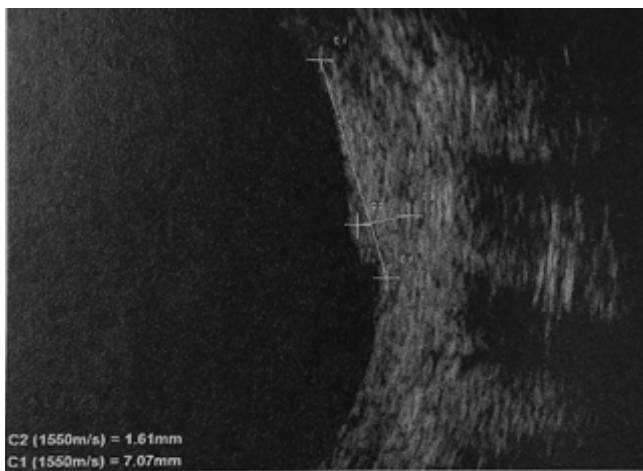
échographie oculaire avec masse moyennement écho-gène sans signe d'excavation choroïdienne
